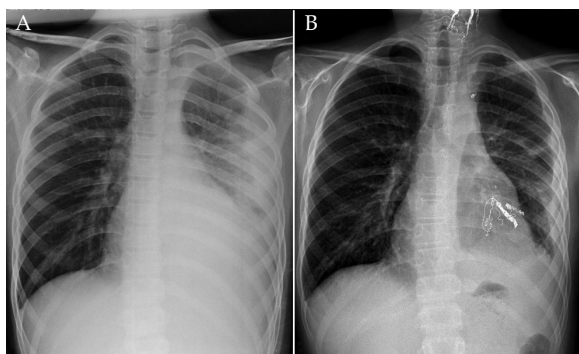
Malformación arteriovenosa pulmonar. Radiografía de tórax, proyección anteroposterior. A. Al momento del ingreso hospitalario, se observa derrame pleural izquierdo. B. Al momento del egreso hospitalario, se evidencian los elementos de la embolización en el pulmón izquierdo
